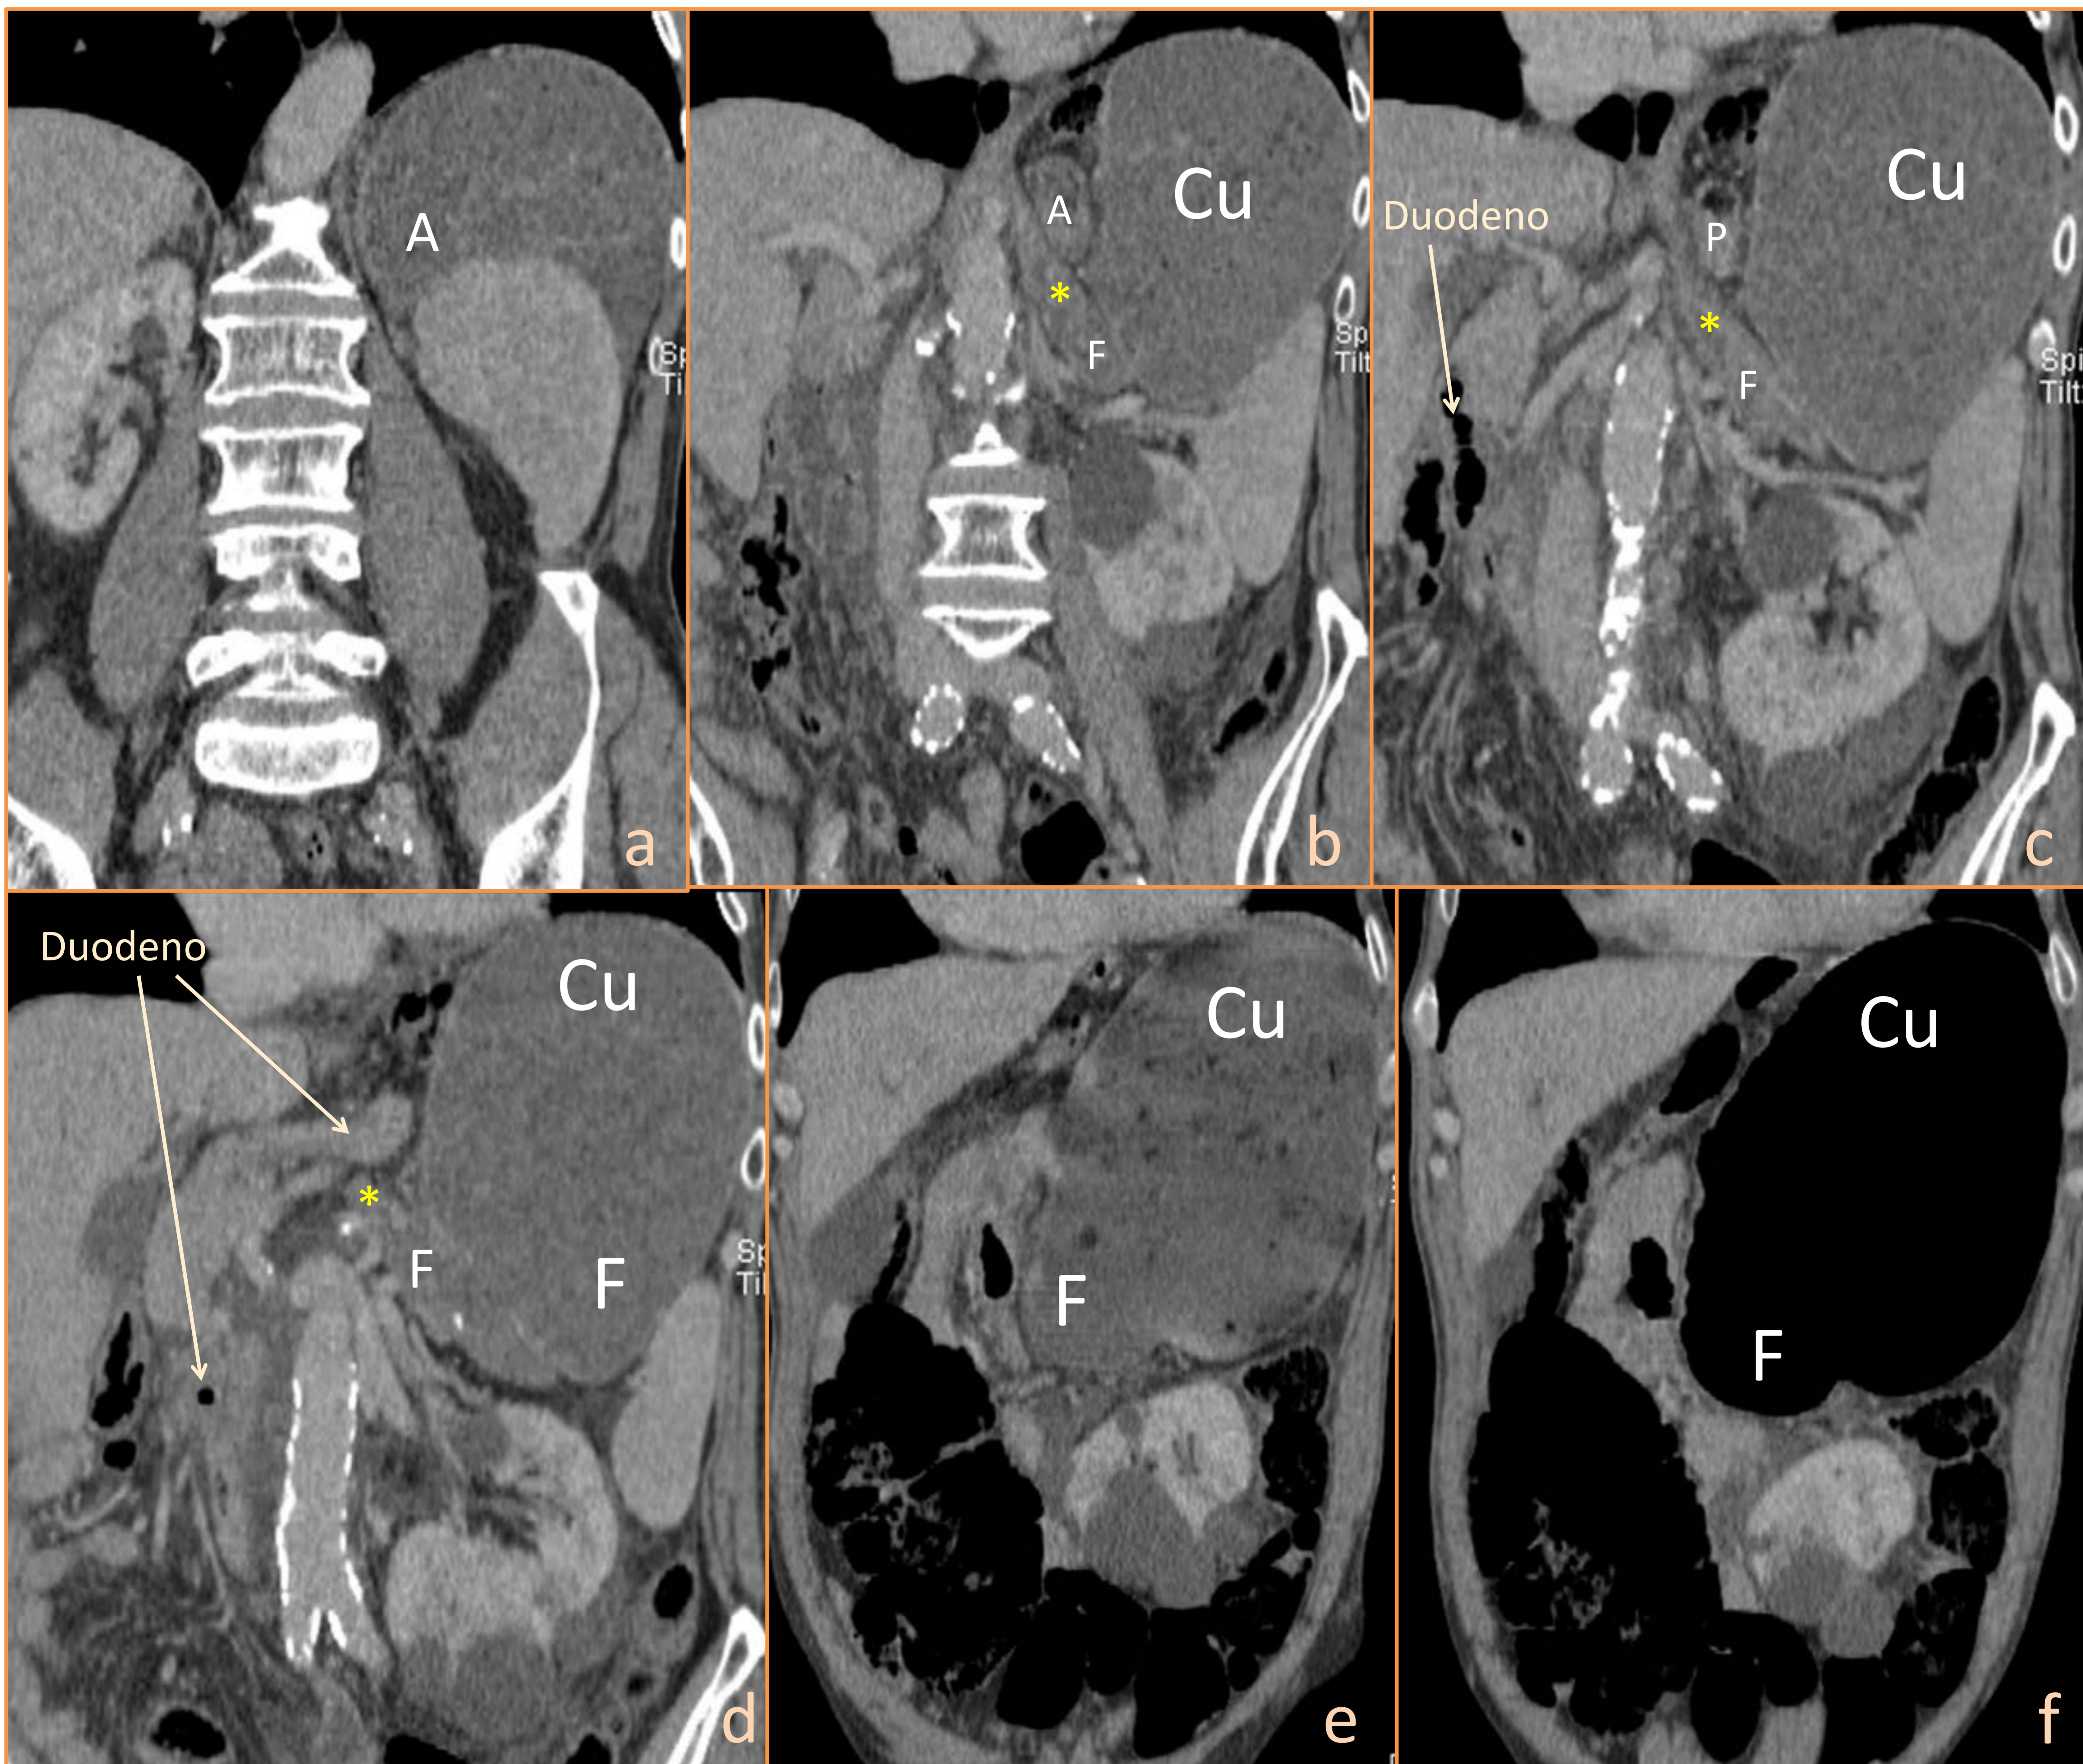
Cortes coronales de TC de la Fig. 9, ordenados de posterior a anterior, donde se objetiva con mayor claridad la situación caudalizada de la unión gastroesofágica, además de cómo el duodeno la cruza de abajo a arriba y de derecha a izquierda en un corte más anterior (imagen "d"). También se aprecia la inversión del estómago, con el fundus anteroinferior y el antro posterosuperior. En este caso no se demuestra engrosamiento mural, neumatosis ni alteraciones del realce parietal del estómago que sugieran sufrimiento gástrico. Se le realizó desvolvulación gástrica y gastropexia a través de laparotomía media. Fuente: Servicio de Radiodiagnóstico del Complejo Asistencial Universitario de León.
